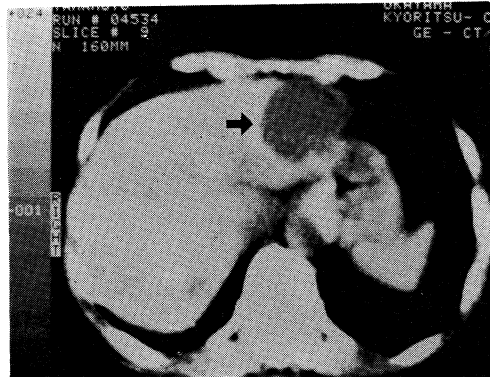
CT scan of case 2 showing sharply demarcated lesion with attenuation value close to water in the left lobe (arrow). Surgery disclosed benign hepatic cyst.
